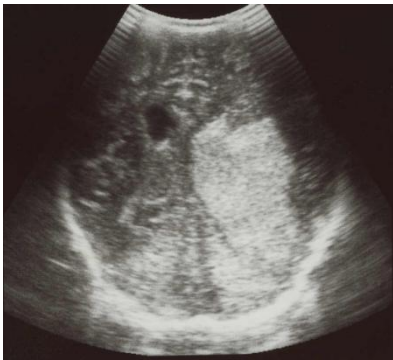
Ecografía transfontanelar en un lactante de 6 meses. Tumoración hiperecogénica en ventrículo lateral que corresponde a un plexopapiloma.
